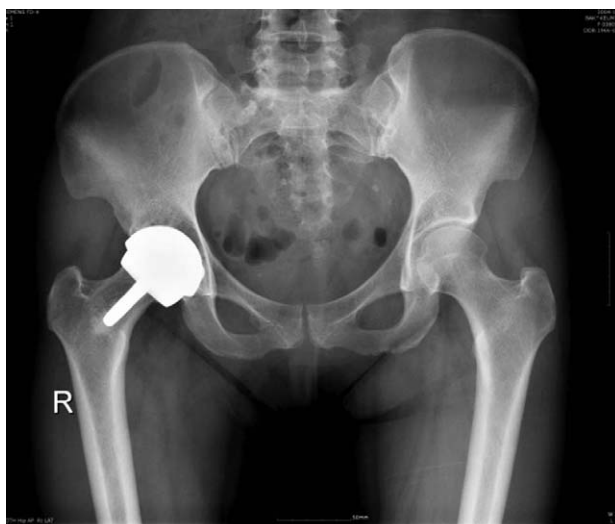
Anterior-posterior radiograph of 40-year-old female, 5 years after Birmingham resurfacing arthroplasty shows well positioned femoral cap, no loosening of femoral peg and acetabular cup. Periacetabular osteoporosis and realignment of the trabecular pattern is appeared by secondary adaptation change of the mechanical stress.
